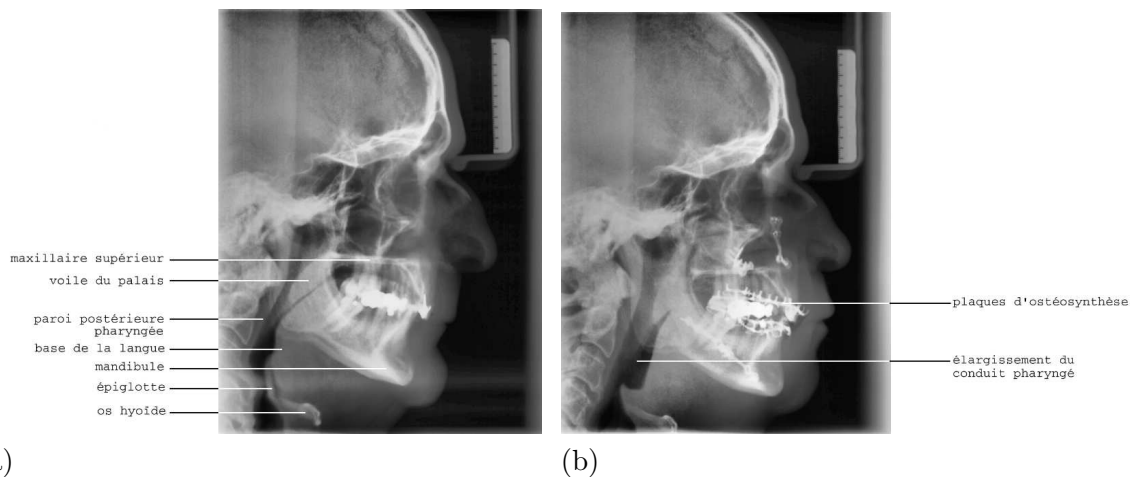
Données radiographiques : vues sagittales du patient apnéique no.1. (a) Acquisition pré-opératoire. (b) Acquisition post-opératoire.
